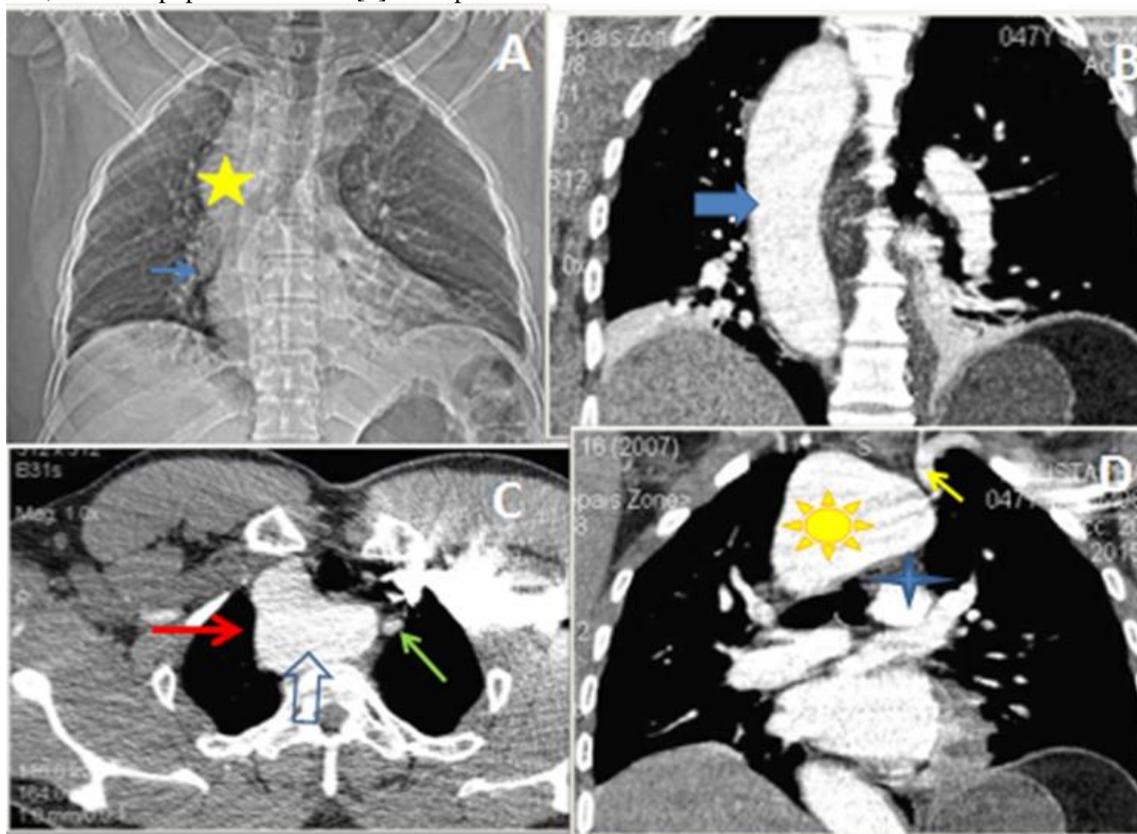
A : radiographie thoracique de face. Bouton aortique à droite (étoile), aorte thoracique descendante à droite (flèche)
